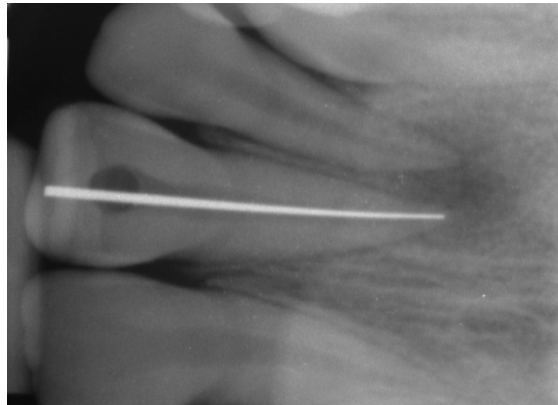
Meßaufnahme in Paralleltechnik mit Silberstift als Referenz. Apikale und koronale Begrenzung sind deutlich auszumachen, der Silberstift bietet einen überlegenen Röntgenkontrast im Vergleich zum Werkzeugstahl konventioneller Handinstrumente. Am unteren Bildrand ist die Aufbissplatte des Filmhalters für die Rechtwinkelprojektion zu sehen. (Bildquelle: Prof. Stoll)
